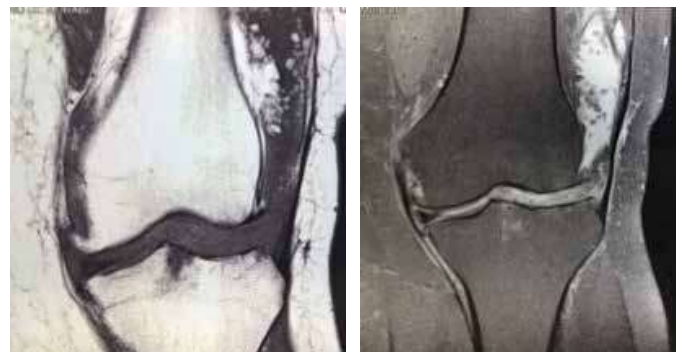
Corte coronal de ressonância magnética do joelho esquerdo evidenciando lesão no compartimento lateral femoral, com sinovite crônica, com hipossinal em T1 (a) e hipersinal do derrame em T2, e sinóvia com hipossinal (b).
